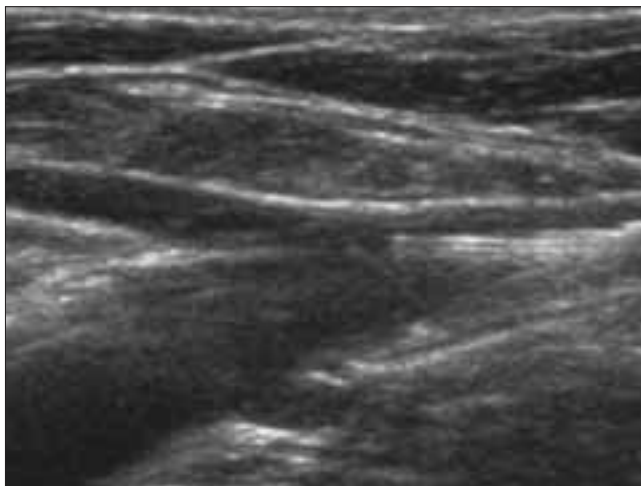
Electrodo abierto en el cayado safeno interno, justo distal a la desembocadura de la vena epigástrica. Control eco-Doppler intraoperatorio.
